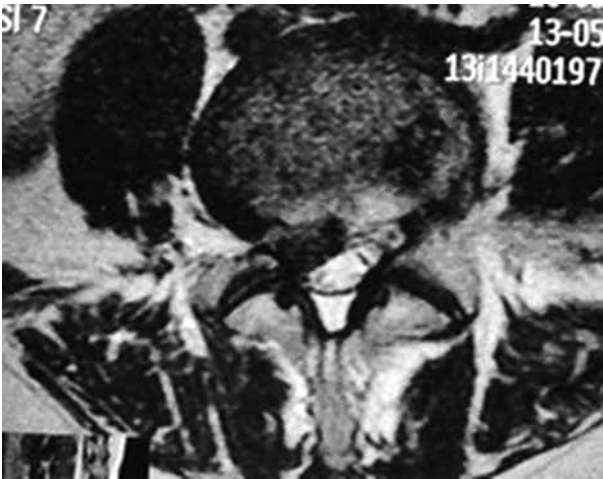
МРТ. Задньобічна грижа міжхребцевого диска L4-L5 із форамінальним компонентом справа
